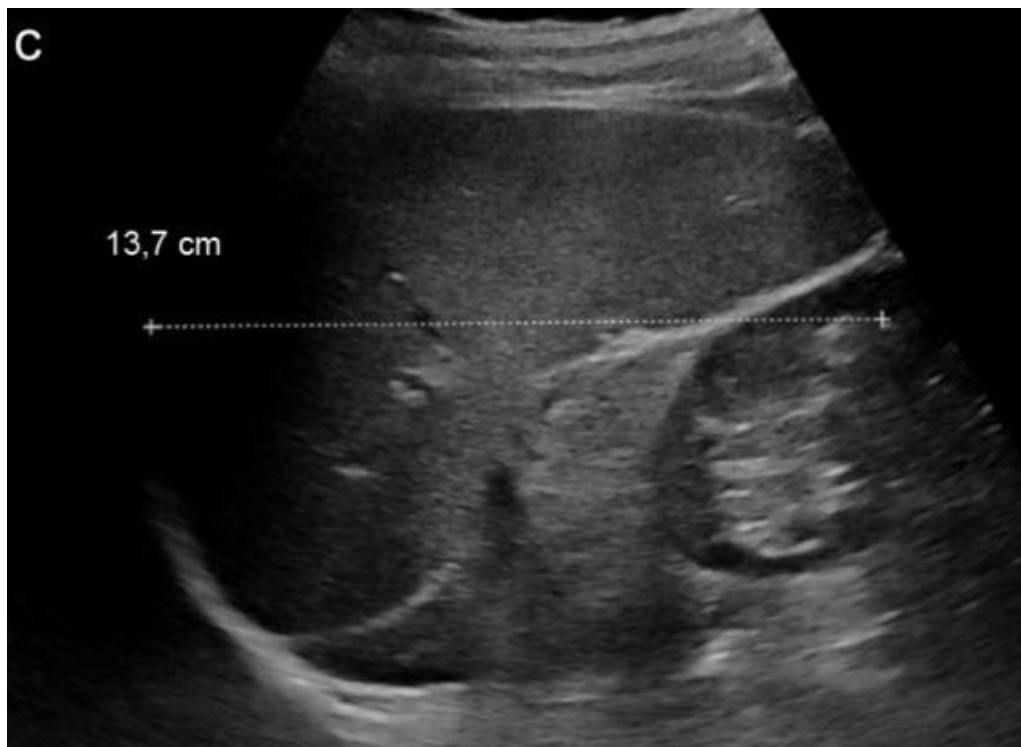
splénomégalie homogène à l'échographie [97]
